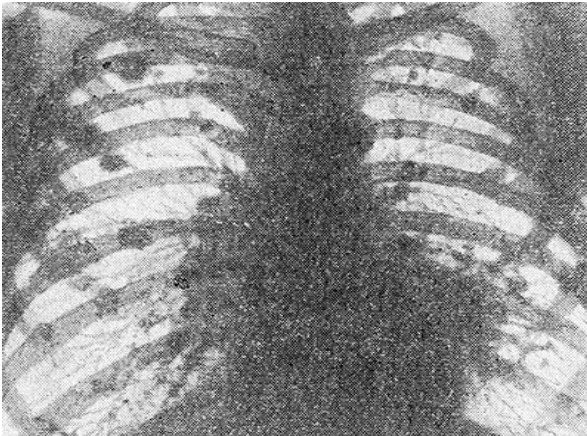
Рентгенограма ОГК хворого із синдромом Каплана: видно множинні затемнення округлої форми.
